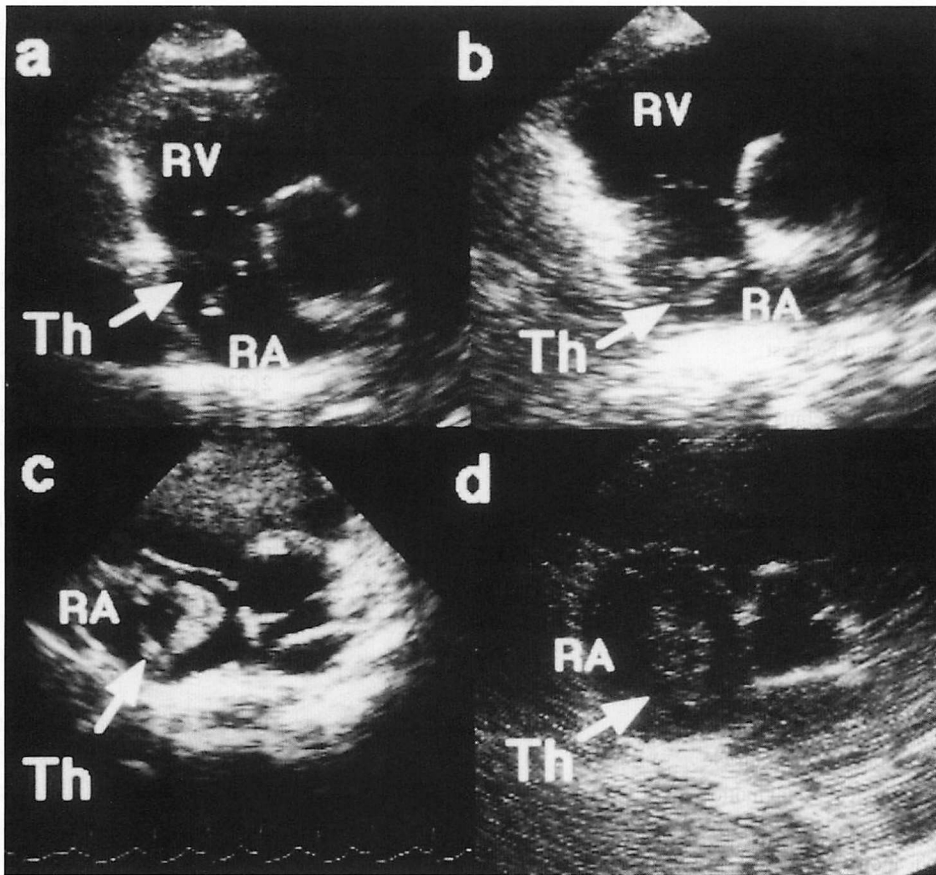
Echocardiograms in the parasternal short-axis view showing floating right atrial thrombi
